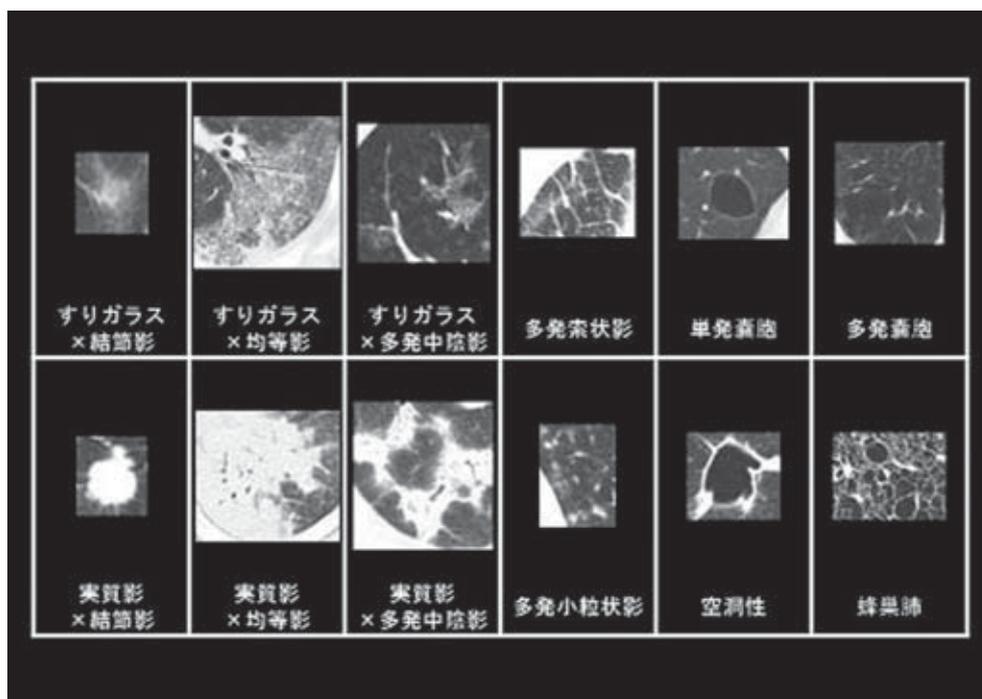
胸部CT類似症例システムデータベースの病変カテゴリ分類
